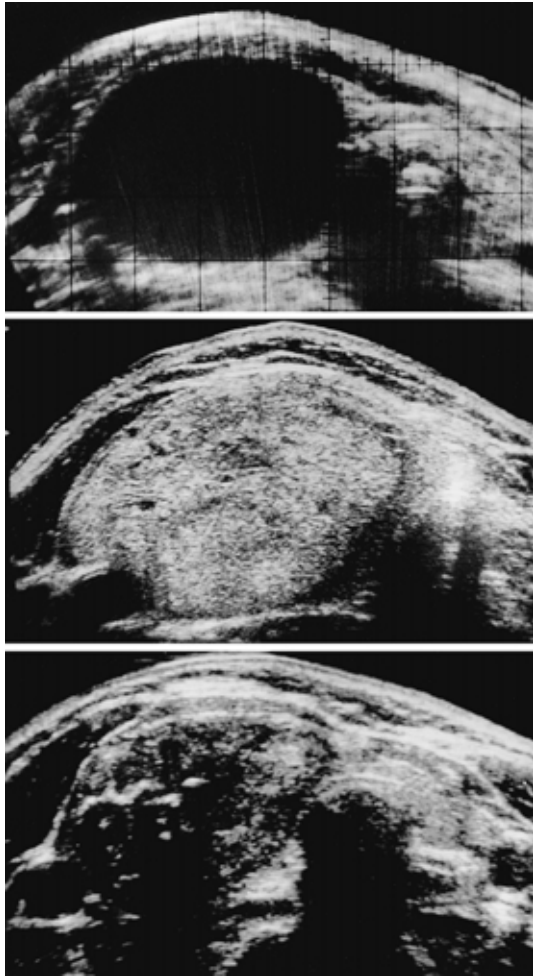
各種甲状腺腫の超音波所見 .上：嚢腫 .中：濾胞腺腫 .下：乳頭癌 ,微細石灰化が多数みられ内部エコーは不均一 .
